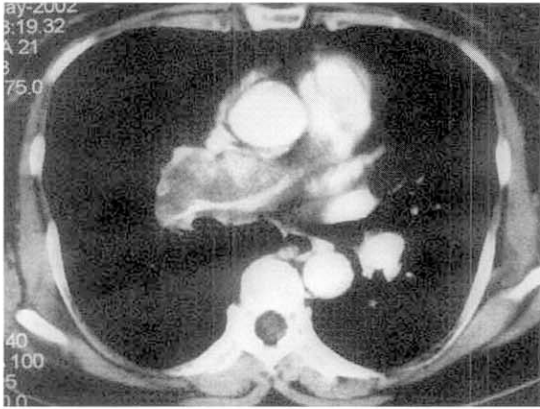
Contrast-enhanced CT scan at the level of the right pulmonary artery. There is heterogeneous enhancement of the large tumor mass that extends from the main pulmonary artery into the right pulmonary artery.
